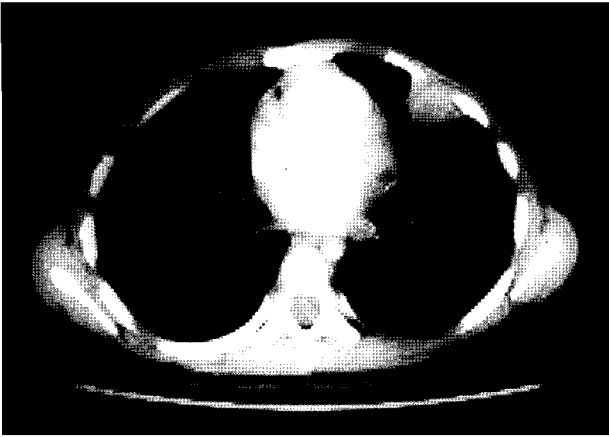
Preoperative chest CT shows the 2.5×1.8 cm sized homogeneously enhancing pleural based mass in left anterior chest.
